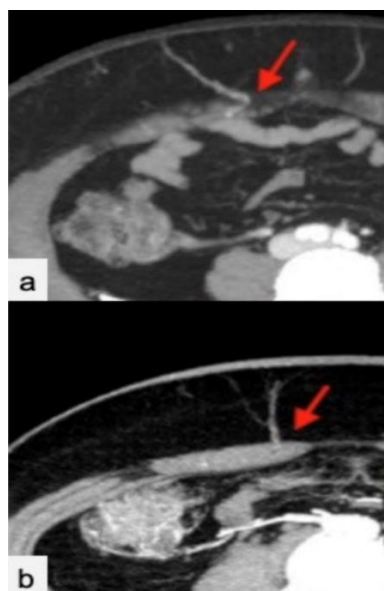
а- перфорант с косым ходом (красная стрелка), б- перфорант с прямым ходом (красная стрелка) (адаптировано из D'Angelo, A.; Cina, A.; Macri, G.; Belli, P.; Mercogliano, S.; Barbieri, P.; Grippo, C.; Franceschini, G.; D'Archi, S.; Mason, E.J.; et al. Conventional CT versus Dedicated CT Angiography in DIEP Flap Planning: A Feasibility Study. J. Pers. Med. 2021, 11, 277. [https://doi.org/ 10.3390/jpm11040277](https://doi.org/10.3390/jpm11040277))
